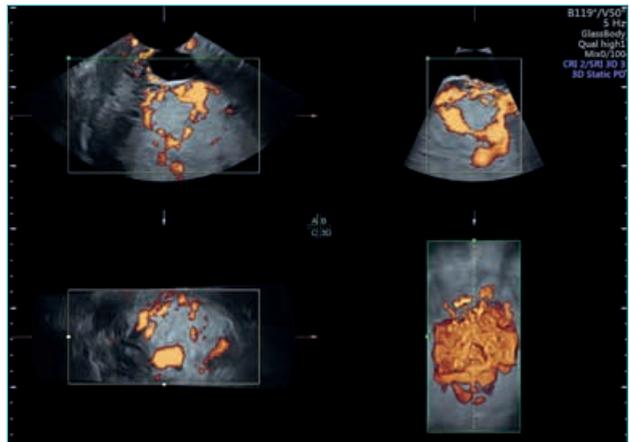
Representação multiplanar em 3D da placenta e interface uterovesical, associada ao power Doppler, evidenciando hipervascularização uterovesical e intraplacentária
